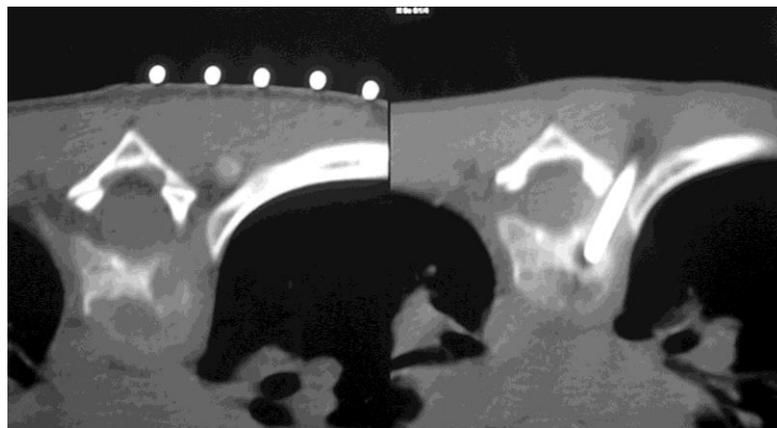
Установка КТ-ориентира на уровне Th6 с последующим выполнением трепан-биопсии.
